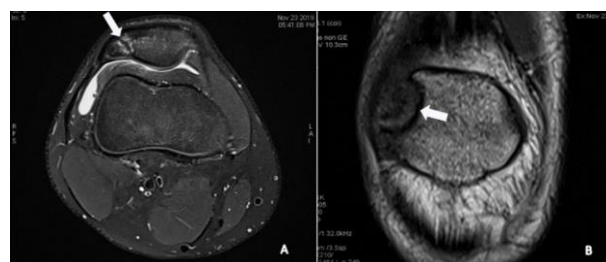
Gonalgie antérieure chez un adolescent de 15 ans sans notion de traumatisme. Coupe IRM axiale en densité de proton avec saturation du signal de la graisse (DP Fat Sat) (A) et en coronale T1 (B). Solution de continuité affectant la partie supérolatérale de la patella avec une réaction œdémateuse des berges, traduisant une patella bipartita.
